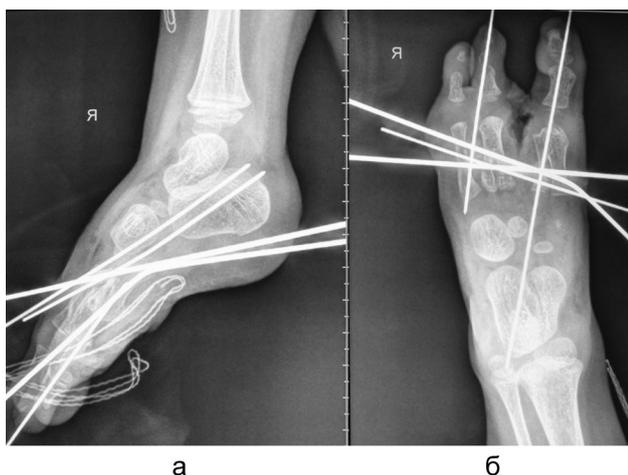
Рентгенограммы стоп пациентки А. после оперативного лечения (а – боковая проекция, б – подошвенная проекция)
